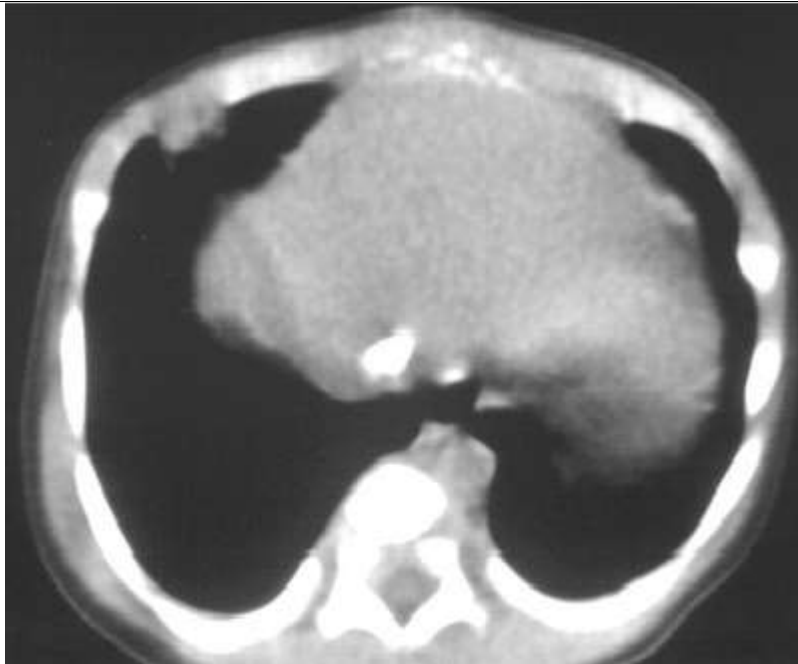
Une TDM sans injection du produit de contraste qui montre une thrombose calcifiée de la veine cave inférieure chez un nouveau-né porteur d'un cathéter veineux ombilical [120]
